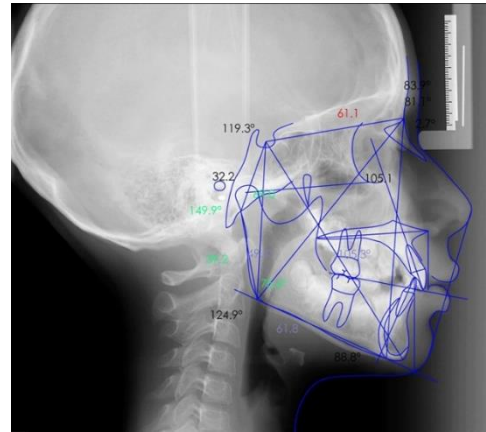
Radiografía lateral de cráneo cefalométrica ⁽¹⁹⁾
